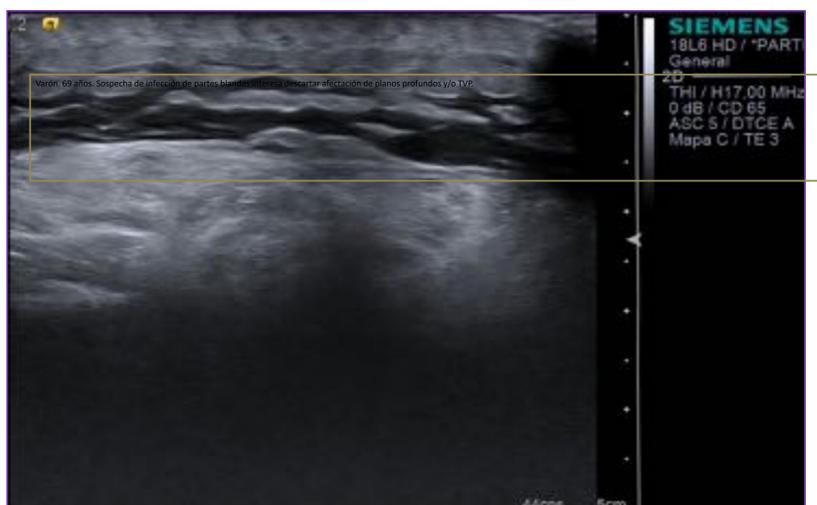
Ecografía Varón. 69 años. Sospecha de infección de partes blandas .Se realiza ecografía para valorar afectación de planos profundos. Engrosamiento cutáneo y bandas de líquido disecando los planos del tejido celular subcutáneo y la fascia superficial . NO colecciones ni afectación de planos mas profundos.
